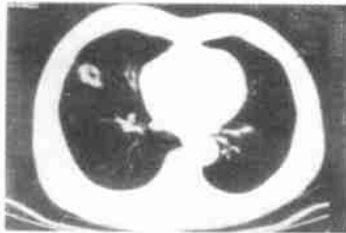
右中叶外围型肺癌 CT 像 WW 1200HU, WL-600HU
